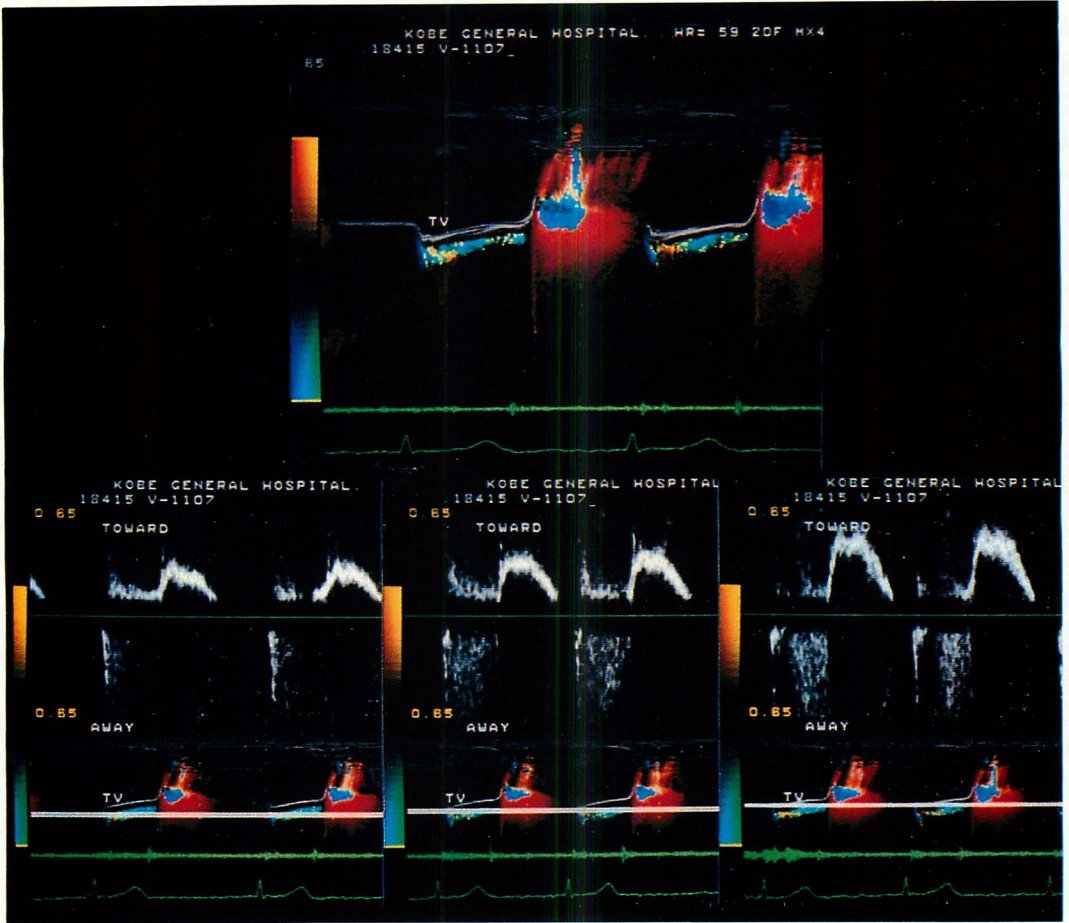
M-mode color Doppler (upper panel) and pulsed Doppler echocardiograms (lower panel) from a patient with tricuspid regurgitation.
